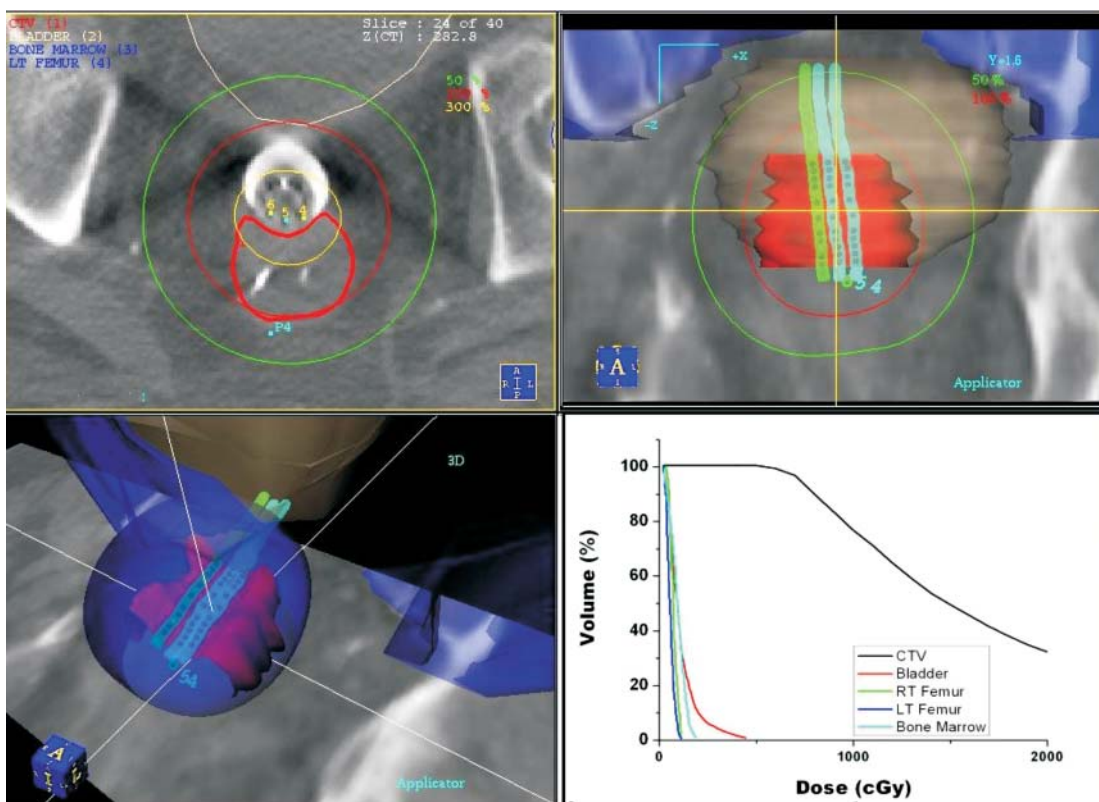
Obrysowana kliniczna objętość targetu (CTV) na przekroju TK, wykorzystana do planowania brachyterapii na podstawie informacji z badania MR
